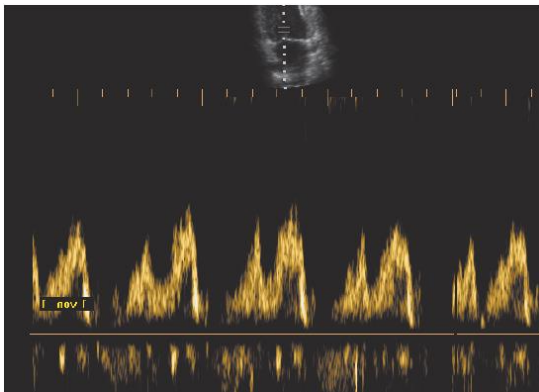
Doppler pulsado de flujo transmitral (Boehmeke & Doliva, 2006).
